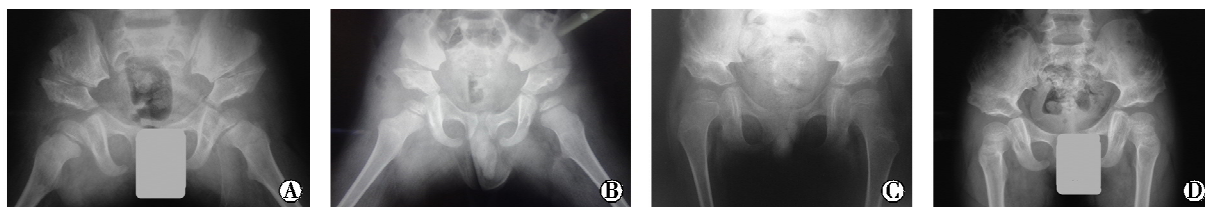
发育性双侧髋关节脱位行双侧 Salter 骨盆截骨术后骨盆平片, A, 出院前; B, 拆除石膏后; C, 术后 1 年; D, 术后 3 年
